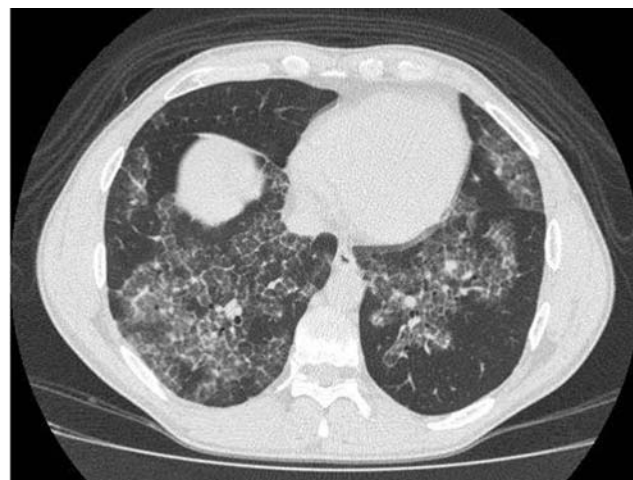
Фрагмент компьютерной томограммы больного альвеолярным протеинозом. Участки "матового стекла", ограниченные от неизмененных участков. Утолщение междольковых перегородок в зонах "матового стекла".
